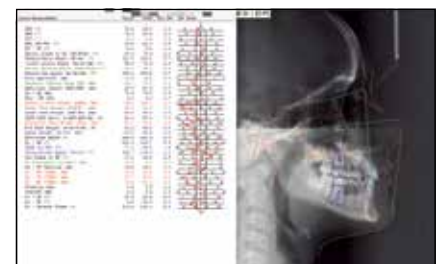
Расшифровка телерентгенограммы головы в боковой проекции пациентки А., 14 лет с ретенцией зубов 1.3, 2.3 в компьютерной программе Dolphin Imaging до ортодонтического лечения
